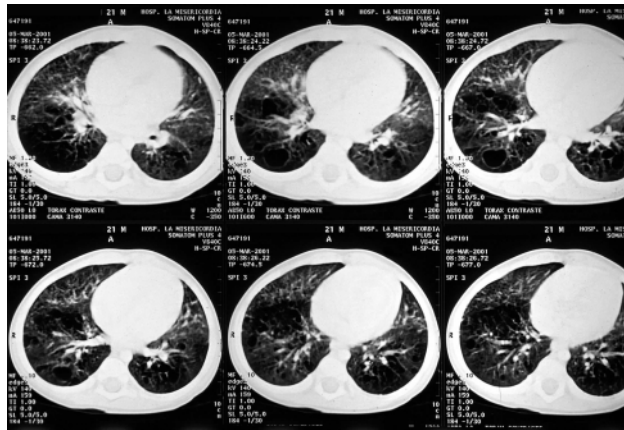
TAC del tórax evidencia cavidades quísticas perivascuales e imagen en panel de abejas.
